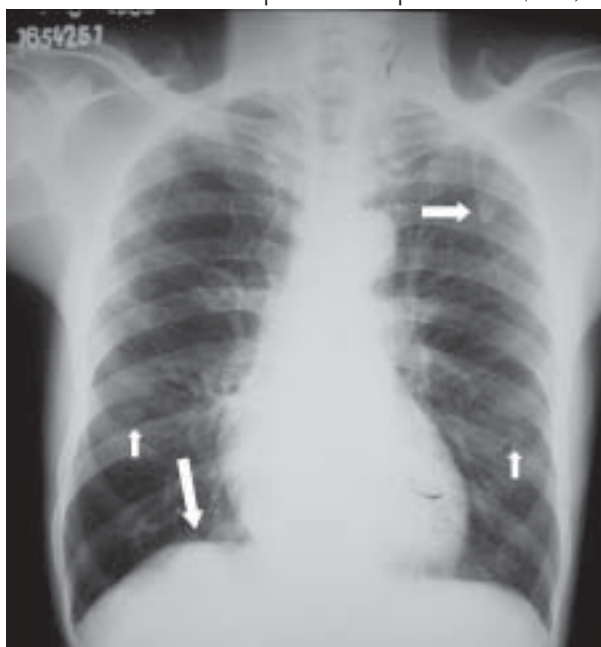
Radiografia de tórax da admissão evidencia aumento significativo no tamanho dos nódulos em relação à radiografia anterior (setas).
